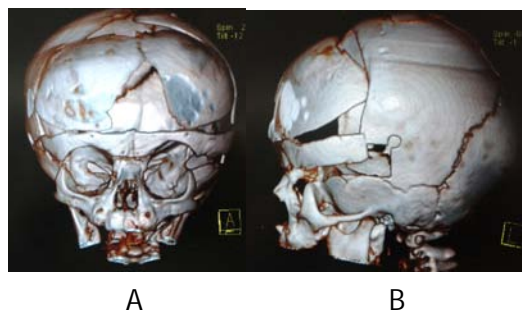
A) TC 3D en el post-operatorio, proyección AP, observe la rotación 180° del hueso frontal, además de haber reducido el engrosamiento del vértice central, B) TC 3D vista lateral izquierda, fue necesario realizar avance fronto-orbitario bilateral, dada la complejidad del caso.
